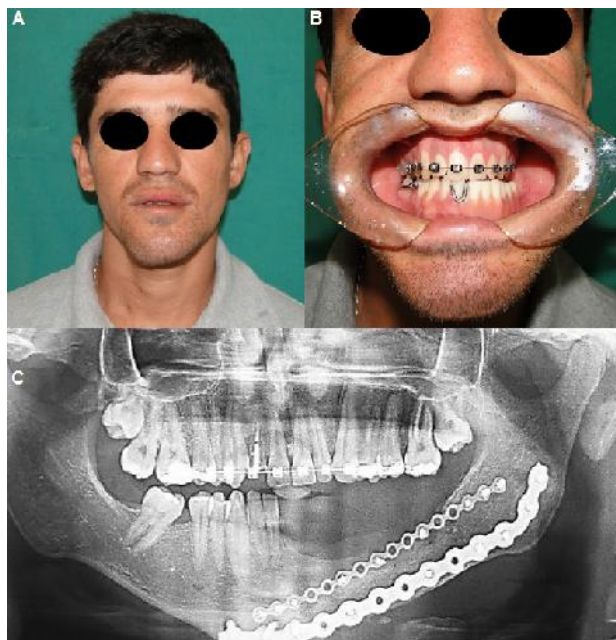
A) Aspecto clínico extra oral pós-operatório de 01 ano. Manutenção da simetria facial adequada. B) Aspecto clínico intra oral pós-operatório: manutenção de oclusão prévia e reabilitação final com prótese dentária. C) Radiografia panorâmica pós-operatória. Fixação adequada e satisfatória integração do enxerto.
